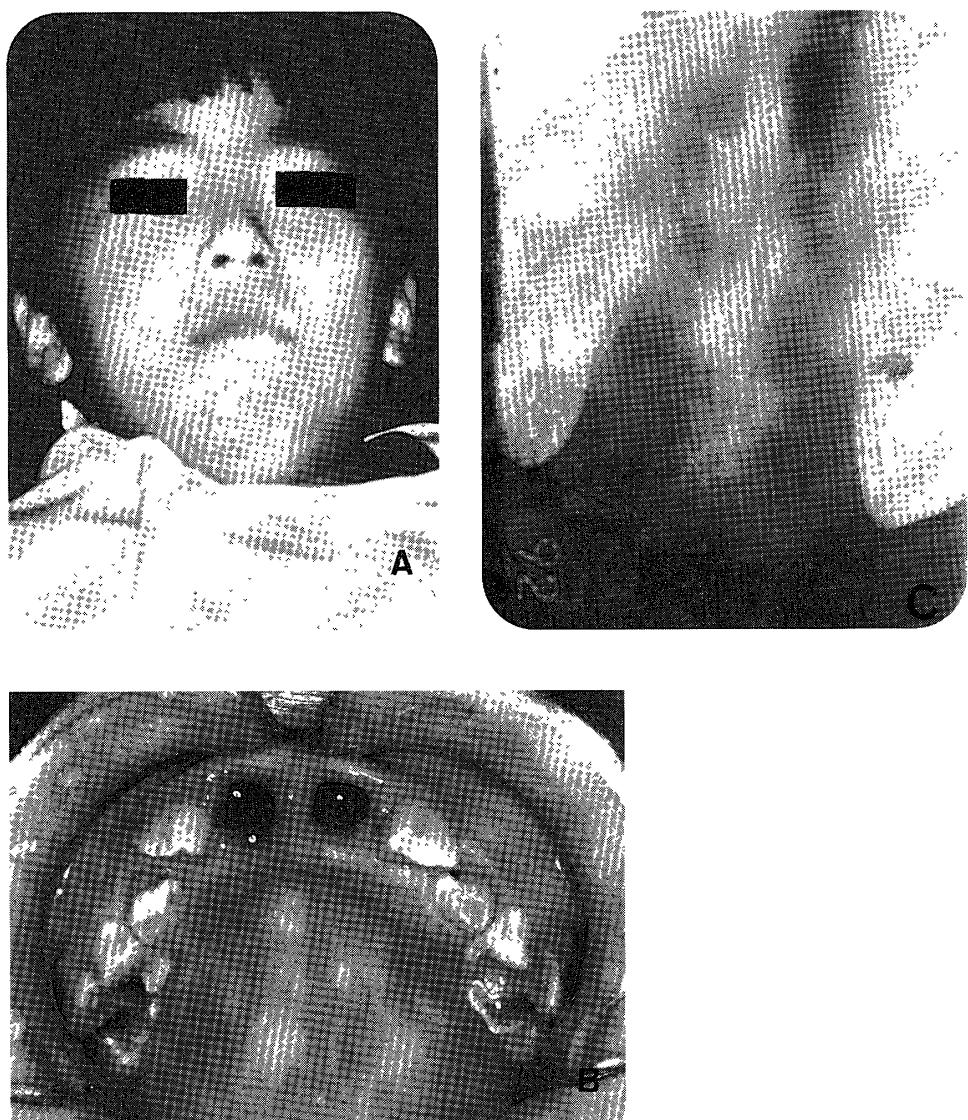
The 7-years and 10-month old boy at the first visit. A : A contused wound at the right chin. B : Clinical view showing many decayed teeth. C : Radiograph showing loss of bilateral central incisors.
